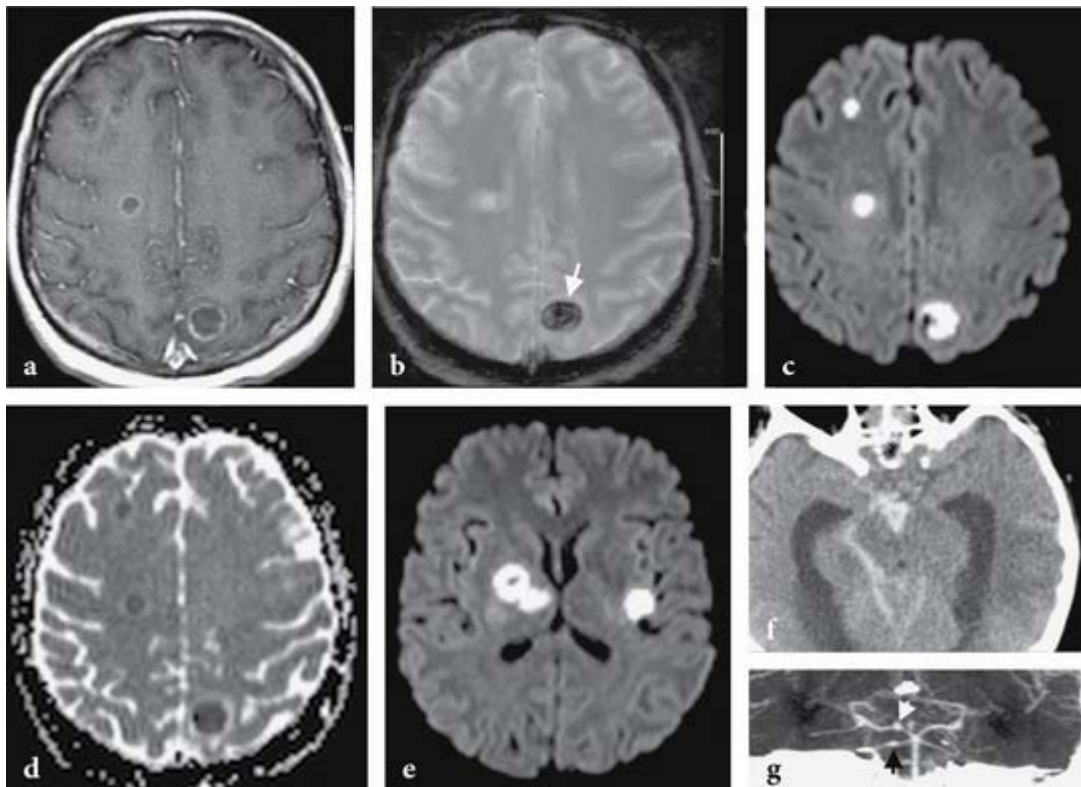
IRM cérébrale montrant un Abscès multiples et hémorragies chez un homme de 45 ans dans un contexte de septicémie source <https://clemedicine.com/15-pathologie-infectieuse/>
